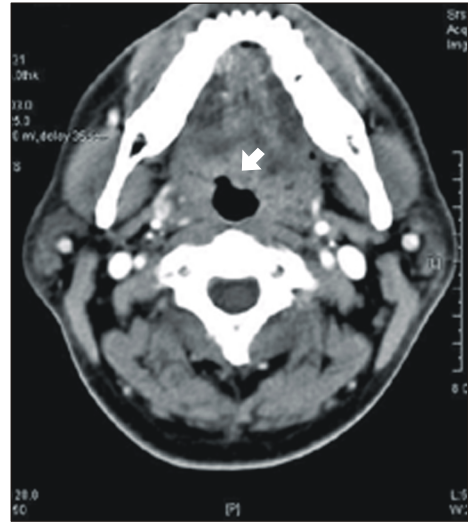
In the neck CT image, there are no evidence of mass of oropharynx or nasopharynx and there are mild swelling of left lingual tonsil at the oropharyngeal level (arrow).
